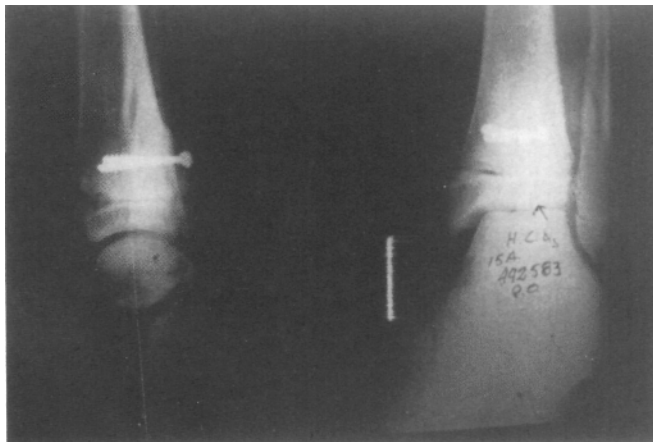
B y C. M.B., varón, 14 años. Fractura de Tillaux. Radiografía. Tomografía computada. Tornillo epifisario.
